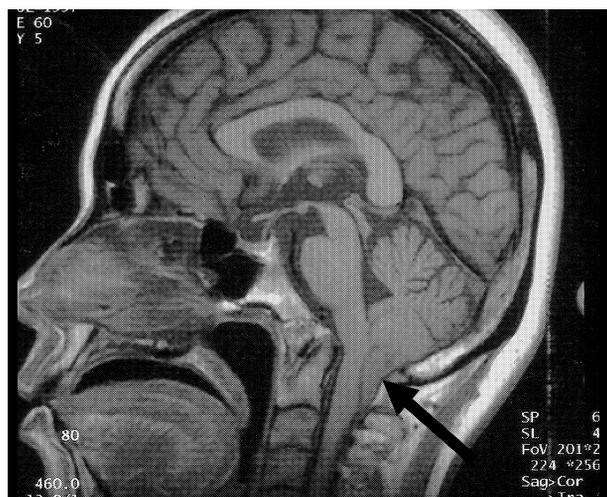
症例 3 の頭部 MRI T1 強調画像矢状断。
